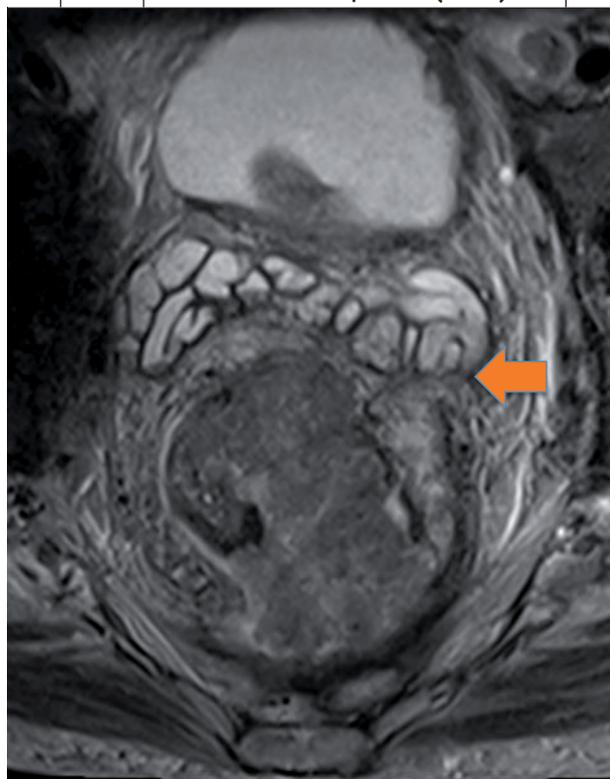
IRM du pelvis d'un cancer du rectum avec infiltration du fascia présacral (flèche)
